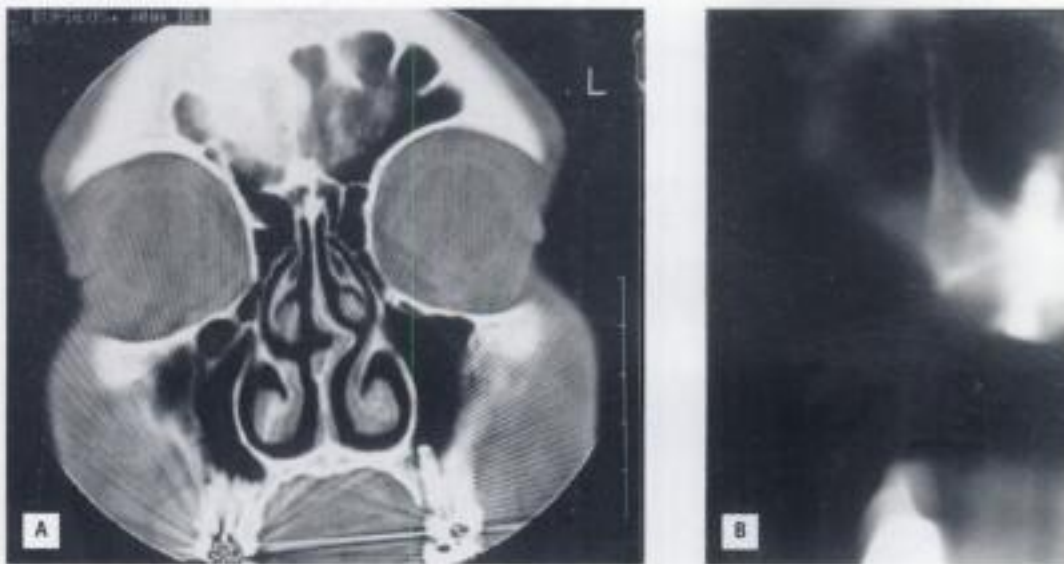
A) Tomografía computarizada que muestra la penetración de un implante en el seno maxilar. B) Invasión de un implante en las fosas nasales.
